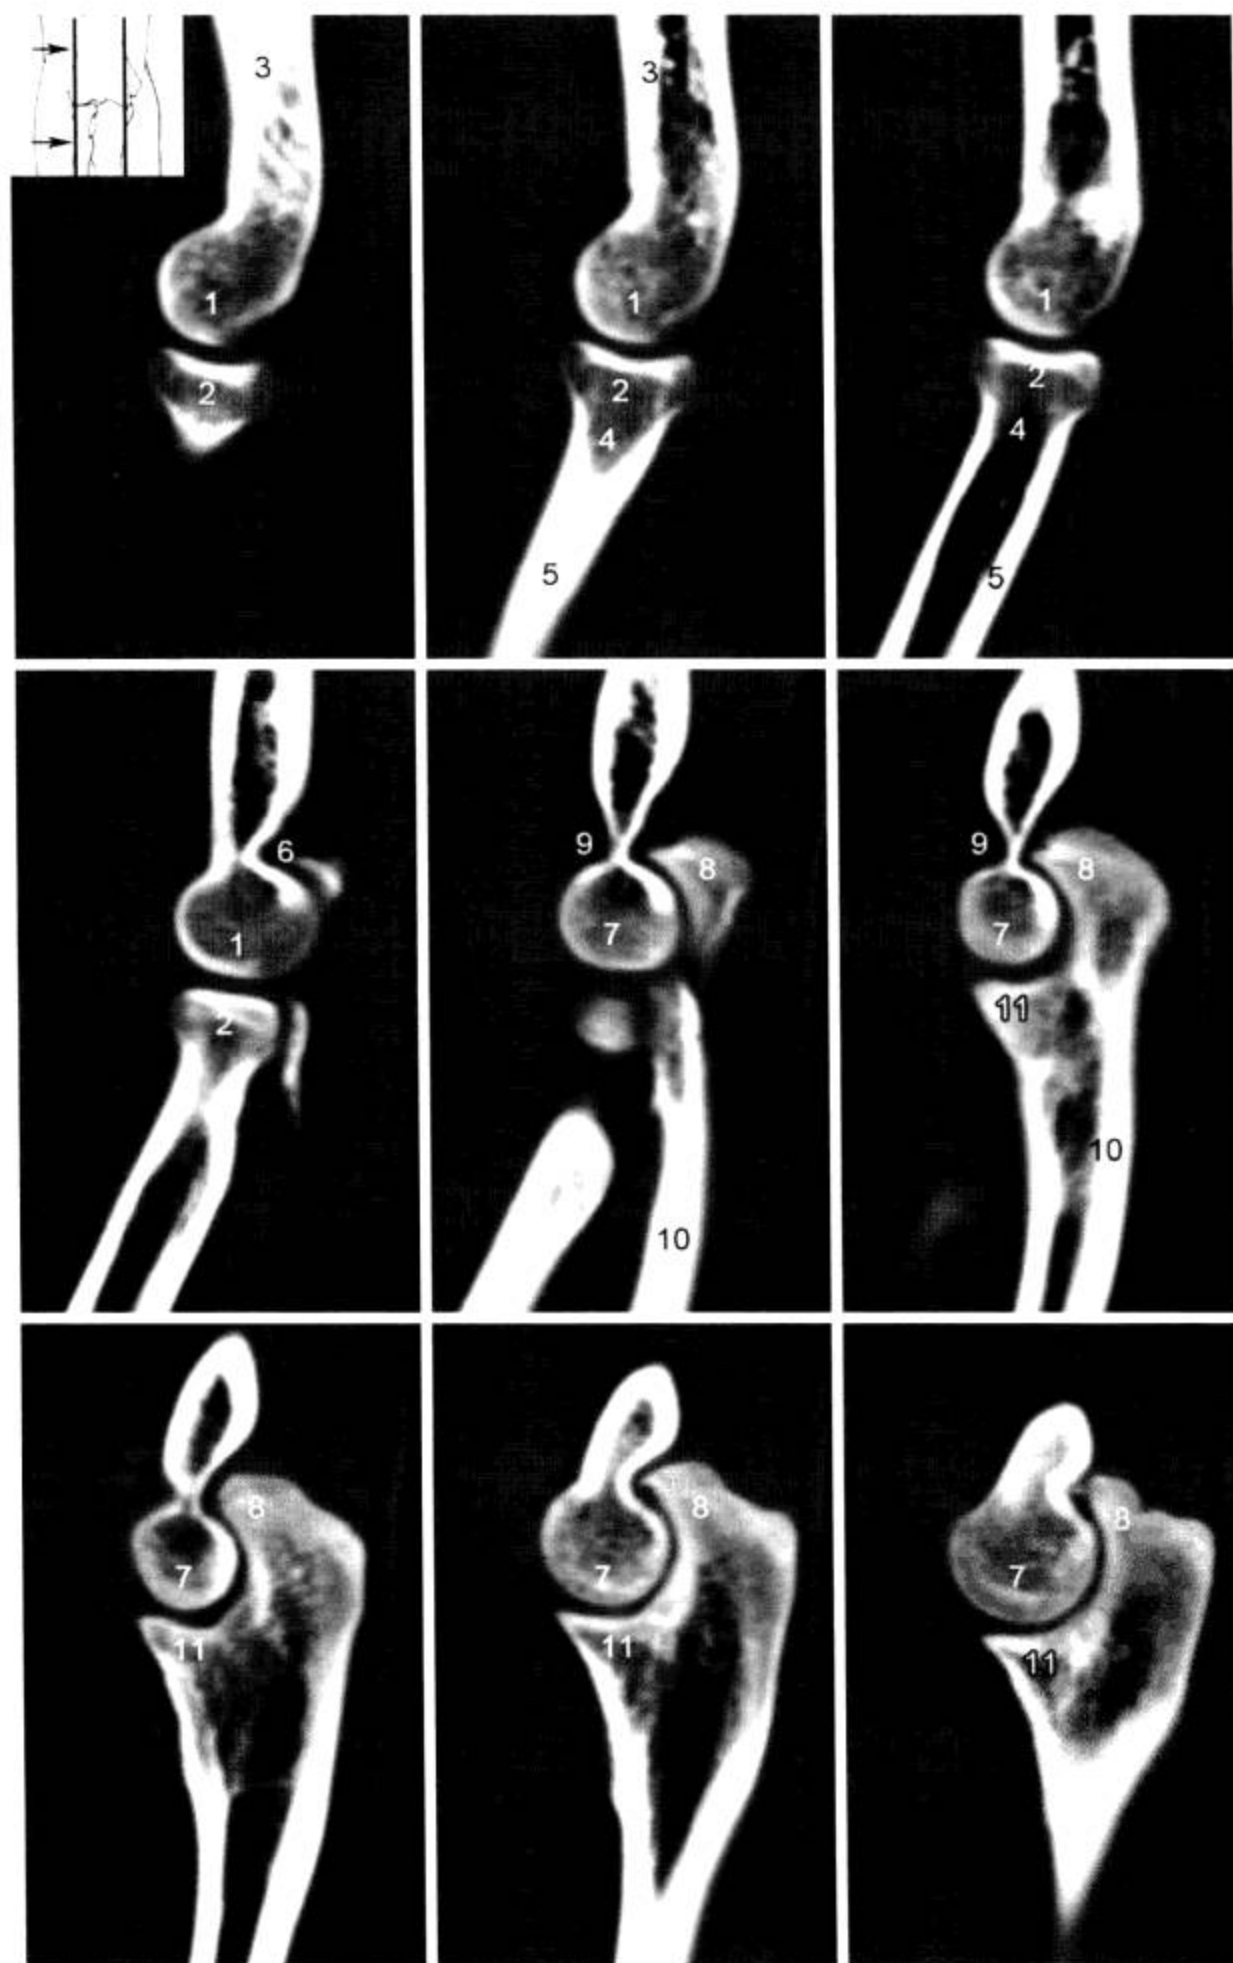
肘关节 CT 矢状面重组 (窗宽 1 500 Hu, 窗位 500 Hu)
